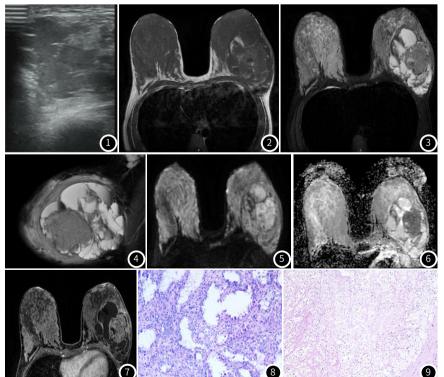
超声: 左乳巨大混杂回声团块,其内以不清晰无回声及稍高回声为主;
